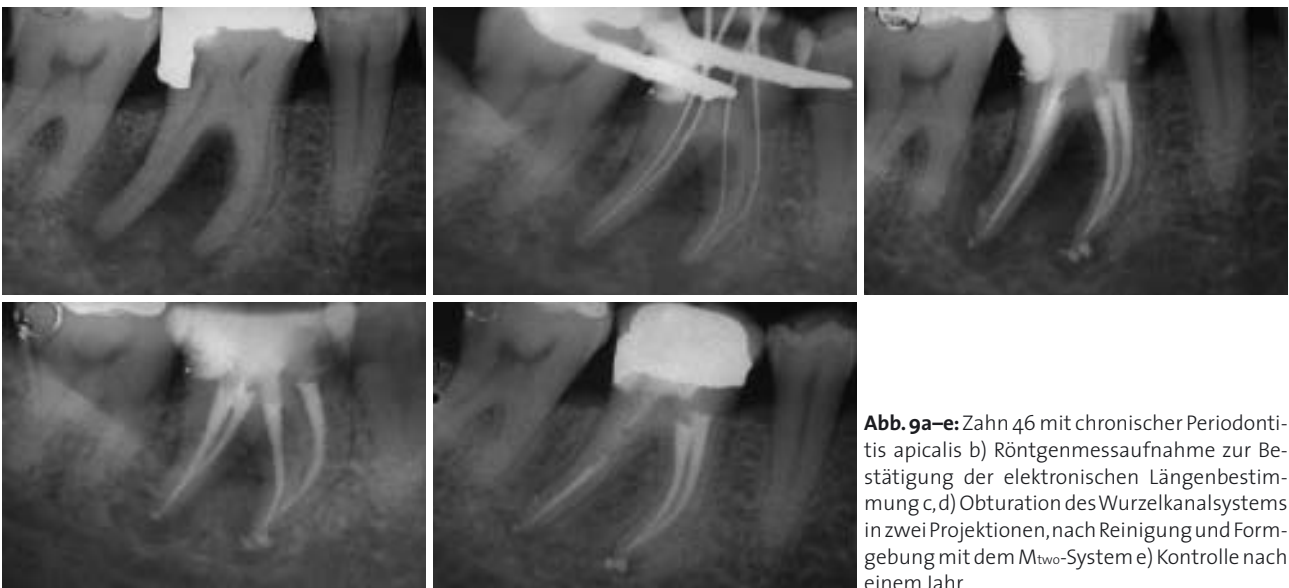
Zahn 46 mit chronischer Periodontitis apicalis b) Röntgenmessaufnahme zur Bestätigung der elektronischen Längenbestimmung c,d) Obturation des Wurzelkanalsystems in zwei Projektionen, nach Reinigung und Formgebung mit dem M_{two} -System e) Kontrolle nach einem Jahr.
